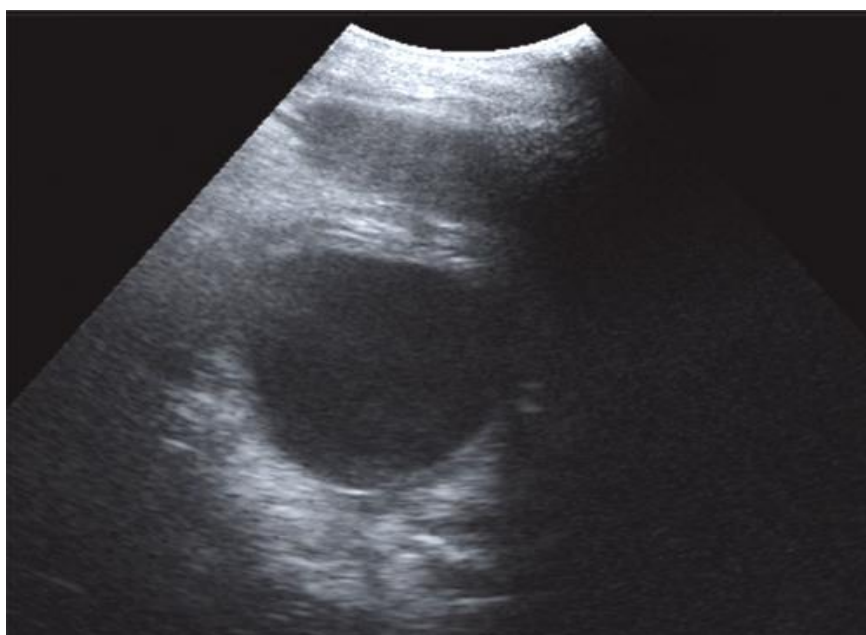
СКТ ОЧП хворої Ч., 1965 р.н. Мед.карта №2573. Діагноз - гострий некротичний панкреатит, псевдокіста сальникової сумки: рідинне утворення в проекції хвоста ПЗ, з чіткими рівними контурами, с щільною ехогенною капсулою, дає ефект дистального підсилення.
